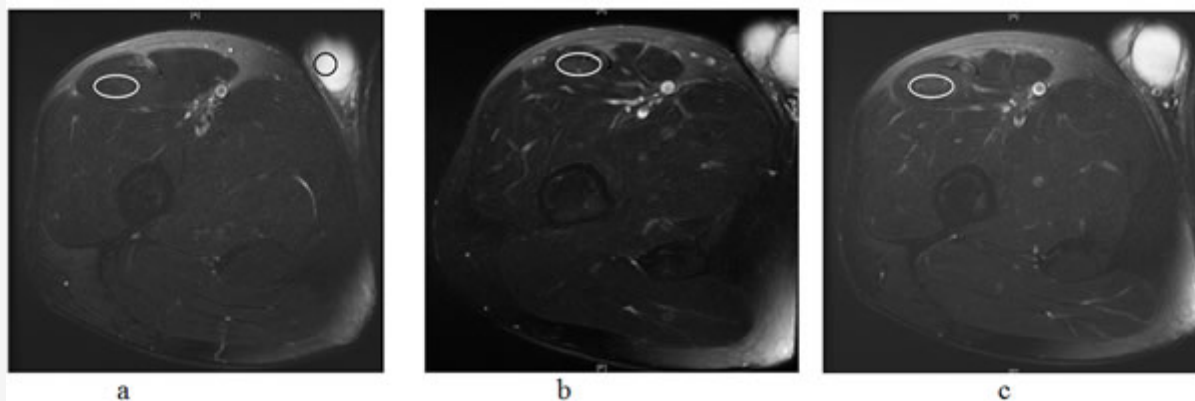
Muestra de las imágenes de MRI de uno de los participantes del estudio. La región de interés (óvalo blanco) se encuentra en el recto femoral en donde se midió la intensidad de la señal T2 antes del ejercicio (a), luego del ejercicio en NM (b) y luego del ejercicio con ER (c). La medición de control fue tomada en el centro del testículo adyacente (oval negro); como se muestra en la Figura 1a. El índice de las mediciones da un valor constante permitiendo la variación en los parámetros observados.
